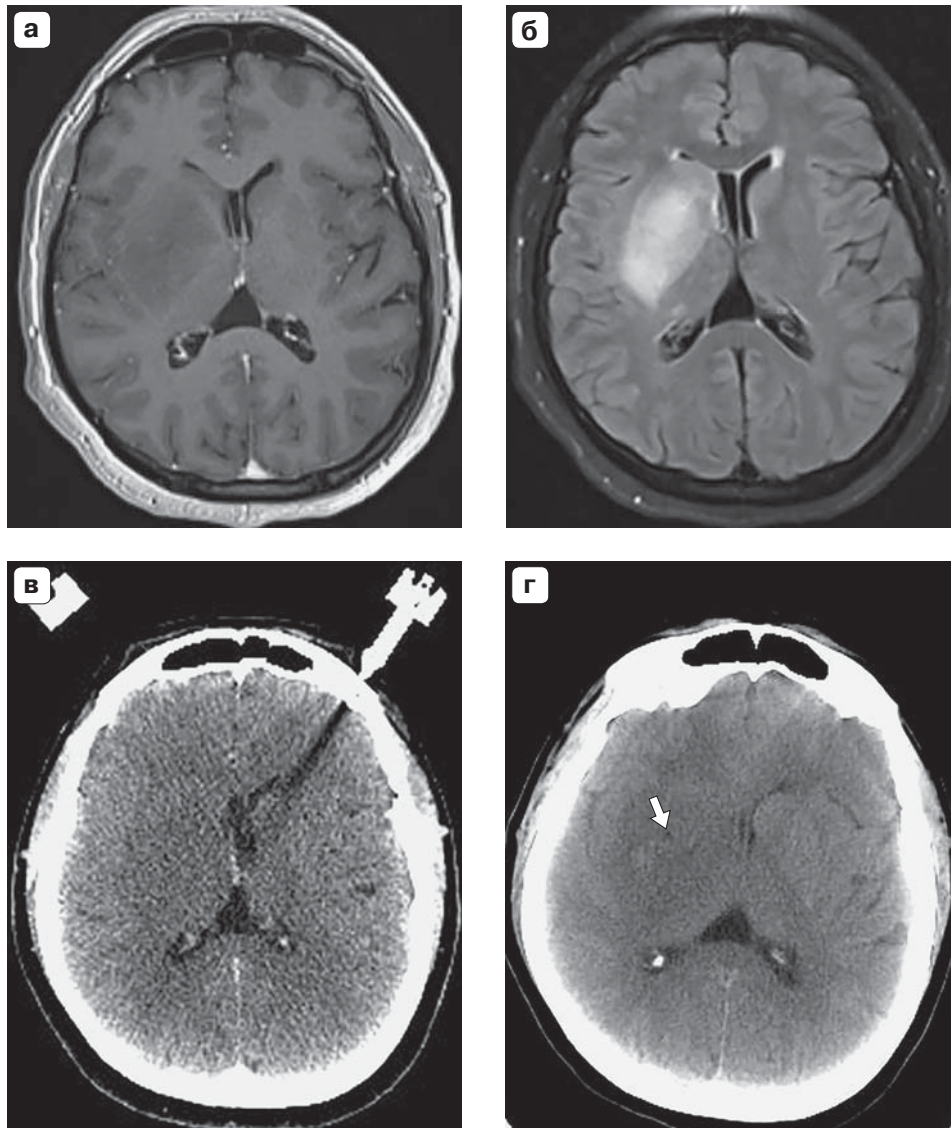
Диффузная астроцитома подкорковых узлов справа. а – МРТ в режиме T1 с контрастным усилением; б – МРТ в режиме T2-FLAIR. Опухоль имеет гиперинтенсивный МР-сигнал в режиме T2-FLAIR и хорошо отличается от неповрежденного мозга. При КТ головного мозга опухоль практически не видна (в). Использовалось совмещение данных МРТ и КТ для выполнения СТБ; г – КТ после операции подтверждает точность забора материала из центральных отделов глиомы (указано стрелкой).
